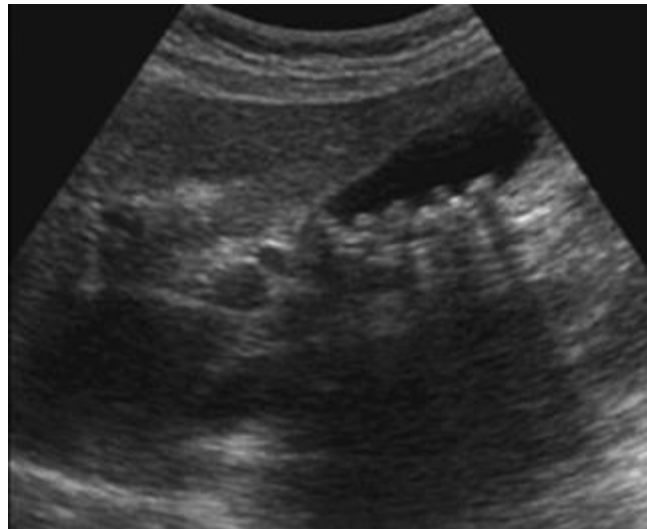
Ecografía vesicular. Se observan múltiples cálculos biliares con sombra acústica posterior* ⁽⁶⁷⁾.
